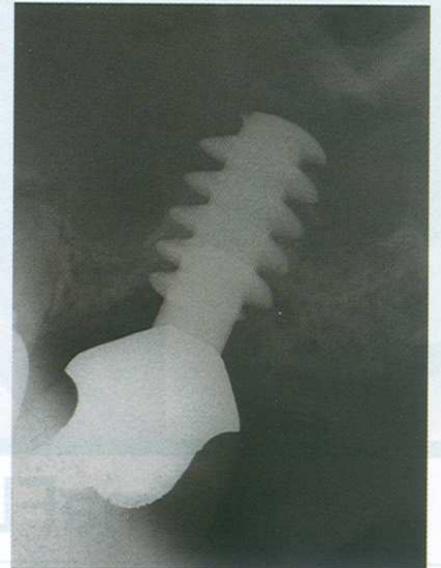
radiografia eseguita subito dopo la cementazione della corona definitiva.
